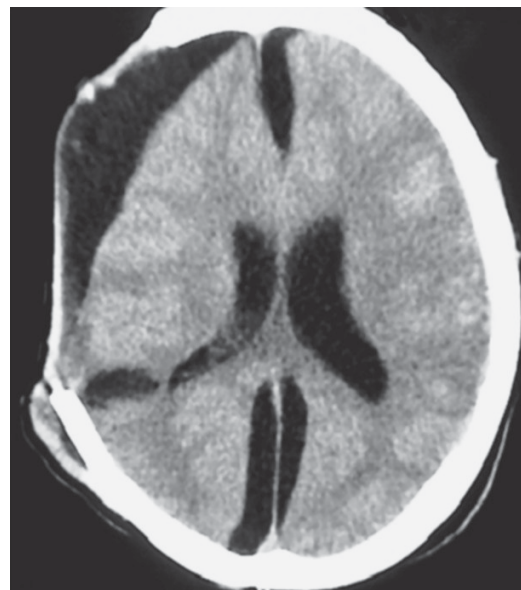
Tomografía de cráneo simple con higroma frontoparietal derecha y hoz cerebral izquierda, dilatación del sistema ventricular.
